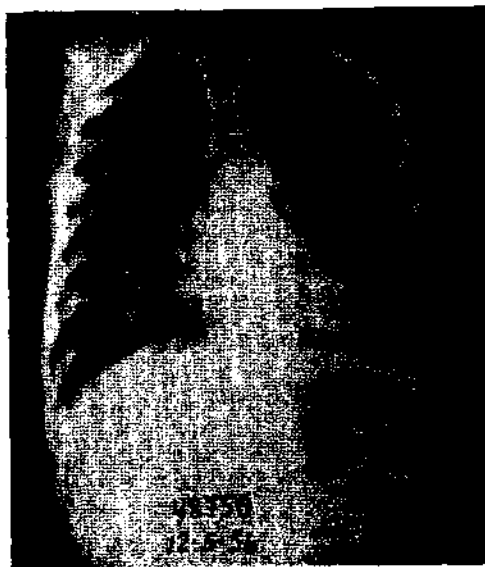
Neumonía Intersticial Plasmocelular*. Radiografía frontal Caso Nº 10. Intenso enfisema. Micronódulos diseminados; microatelectasias.
